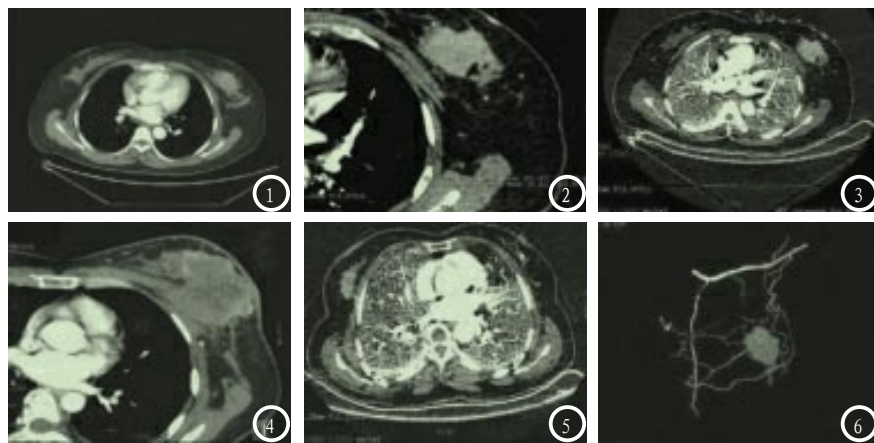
GSI对病灶及肿瘤血管供血。图2: 常规增强CT, 病灶分界欠清晰; 图3: 67KeV单能量图像, 病灶边界显示清晰; 图4: 水/脂基物质图; 图5: 单能量65KeV显示病灶向胸壁侵犯, 胸大肌受侵; 图6: 水/脂基物质发现左侧高密度小病灶; 图7: 40KeV下CTA肿瘤血供主要来自于胸廓内动脉及胸外侧动脉。
